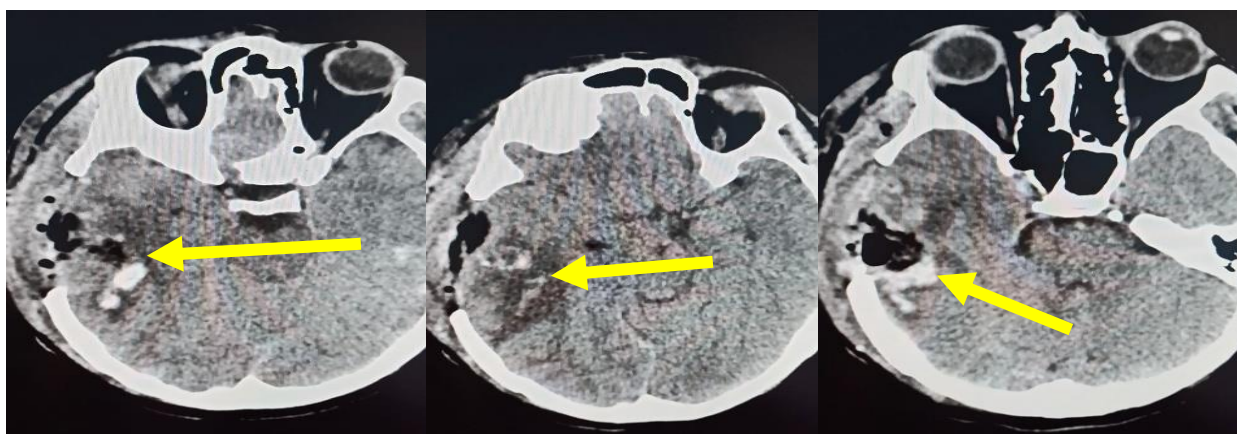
Пациент Х., 1986 г.р. МСКТ (контрольная на 7-е сутки после операции) имеются участки пониженной плотности и незначительная пневмоцефалия.
